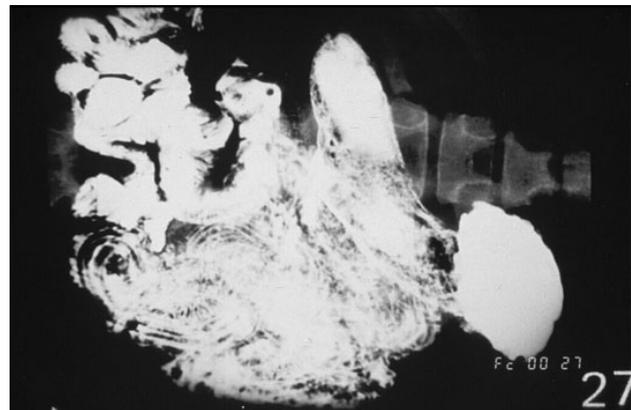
Figura ni8. Radiografia addominale. Sono visibili matasse di *Ascaridi* adulti.
